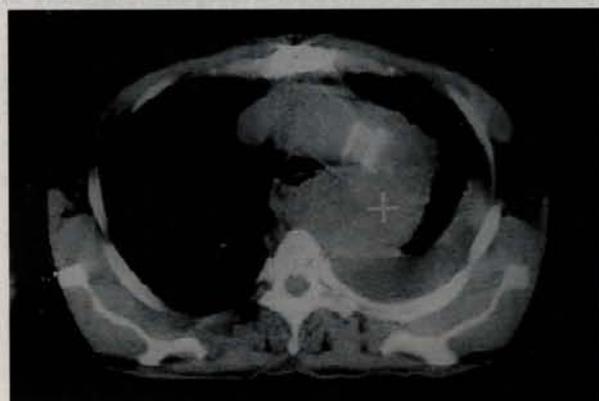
Tomografia computadorizada mostrando o bom posicionamento do anel intraluminal sem sutura.
